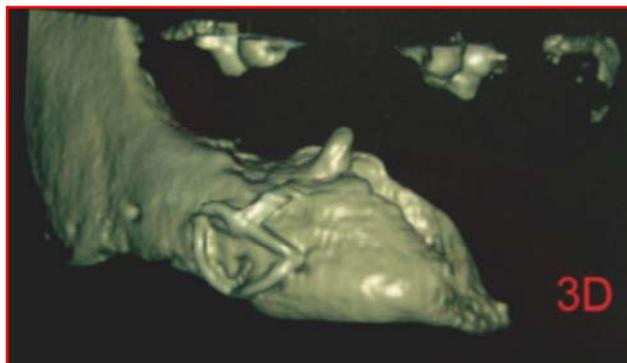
TAC de Control Post-Operatoria.
